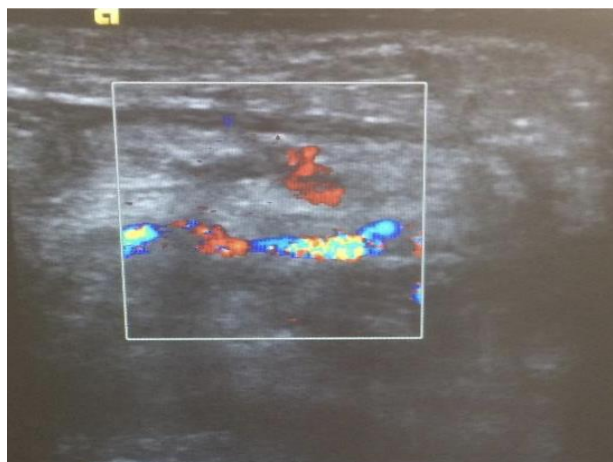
УЗИ картина области сосудистой ножки малоберцового лоскута через 7 дней после операции – удовлетворительная перфузия лоскута
